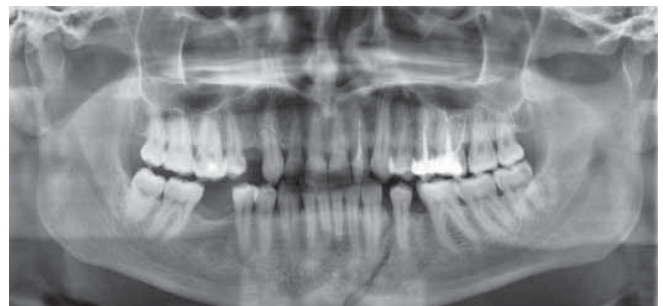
Ортопантомограмма. Перелом нижней челюсти, проходящий через околокорневые отделы зубов 3.3 и 3.4. Ложная картина костного осколка в области основания челюсти
